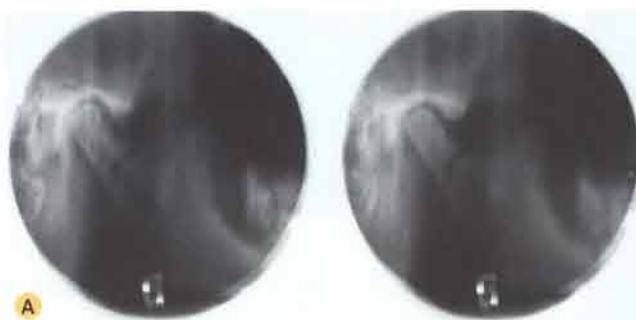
A. Stratigrafia: frattura del collo del condilo composta. B. Radiografia in proiezione Worms-Bretton: frattura scomposta senza lussazione del collo del condilo destro.
